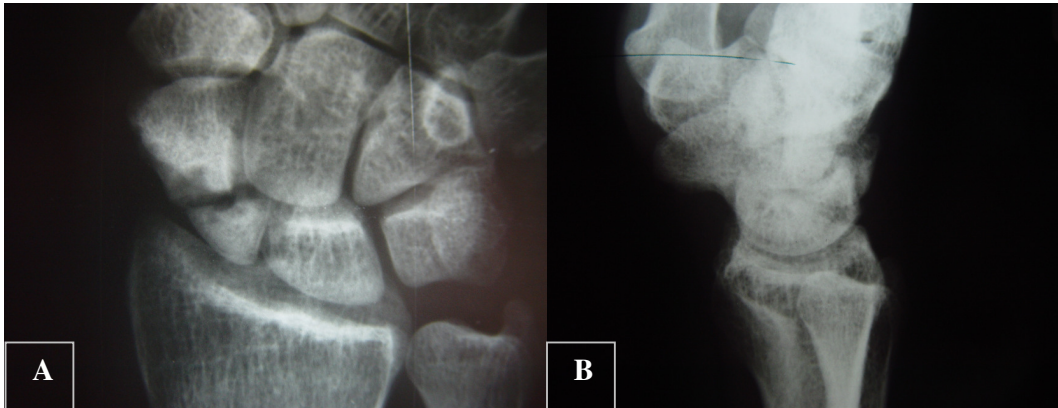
RADIOGRAFIA PRÉ-OPERATÓRIA A) INCIDÊNCIA DE FRENTE B) INCIDÊNCIA DE PERFIL
